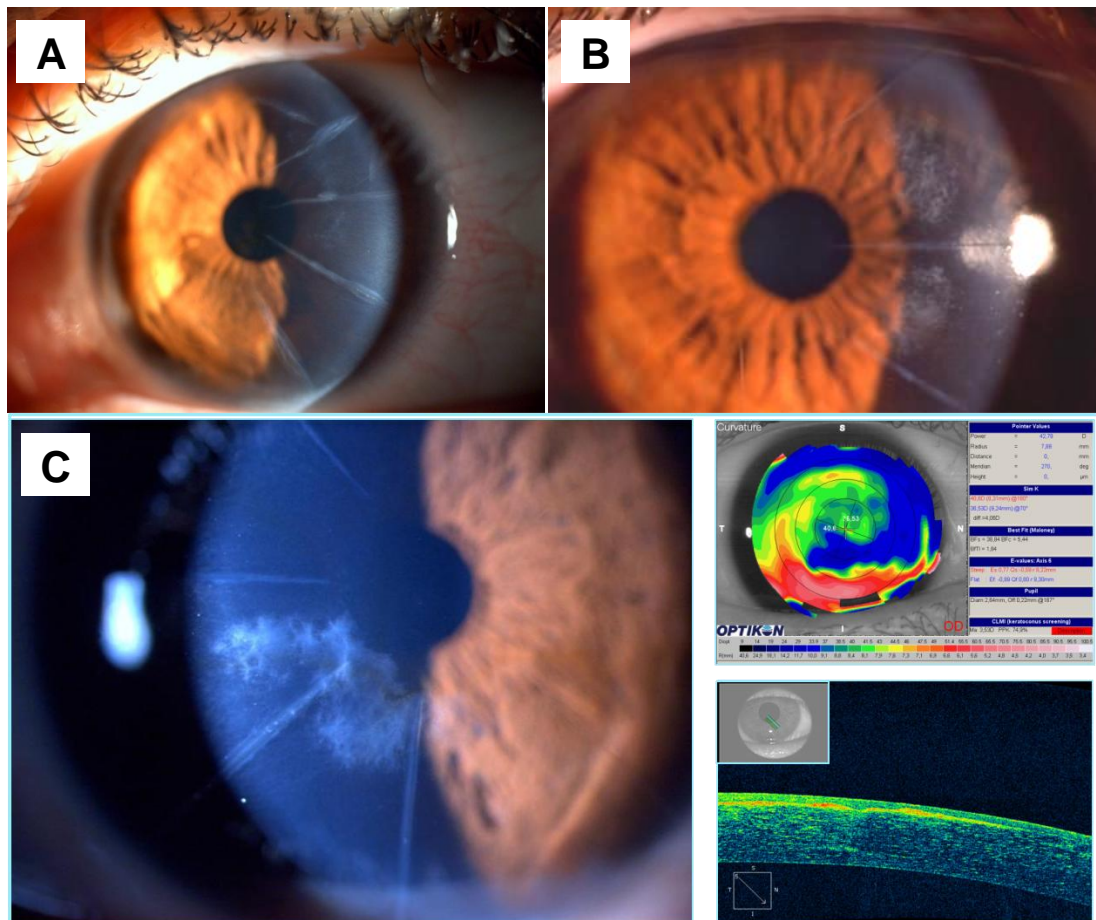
Exemplos de opacificação corneana periférica de grau 1 (A), grau 2 (B) e grau 3 (C). A opacificação de grau 3 ocorreu após um ano do PRK e afetou a região paracentral, causando astigmatismo irregular e perda de duas linhas de AVcc. Observa-se o sinal hiper-reflexivo na tomografia de coerência óptica de alta resolução correspondente à fibrose na região subepitelial paracentral. Hospital de Olhos Sadalla Amin Ghanem. Joinville, Santa Catarina – 2010
